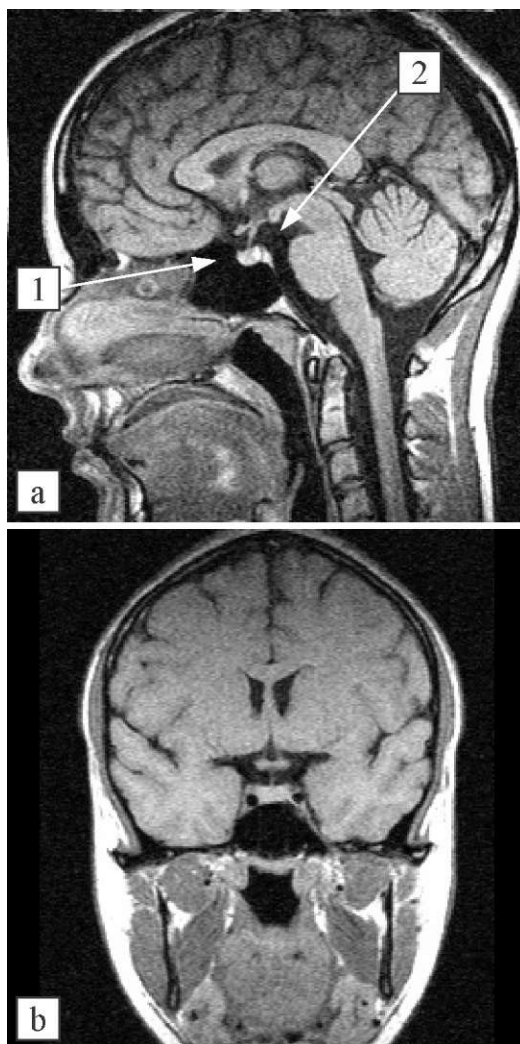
(а, b). Магнитно-резонансная томография гипофиза в норме, сагиттальное T1 (а) и фронтальное T1 (b) сечения. Хорошо различаются передняя (1) и задняя (2) доля гипофиза на сагиттальных сечениях, в задней доле присутствует повышенный T1 сигнал, ножка гипофиза стоит вертикально, хиазма свободно расположена.
